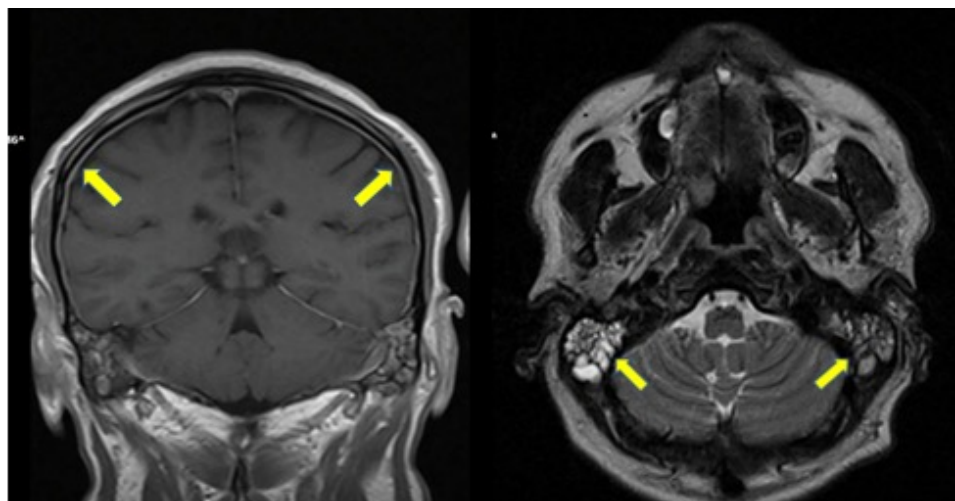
RMN de cerebro muestra engrosamiento meníngeo a nivel biparietal que realza luego de la administración de contraste endovenoso paramagnético (recuadro izquierdo). Velamiento hiperintenso en secuencia T2 de las celdillas mastoideas compatible con mastoiditis (recuadro derecho).
